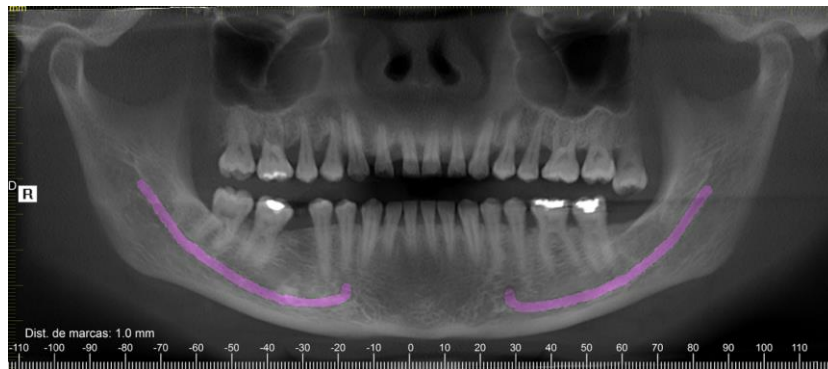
Radiografía panorámica inicial. Caso 3.
